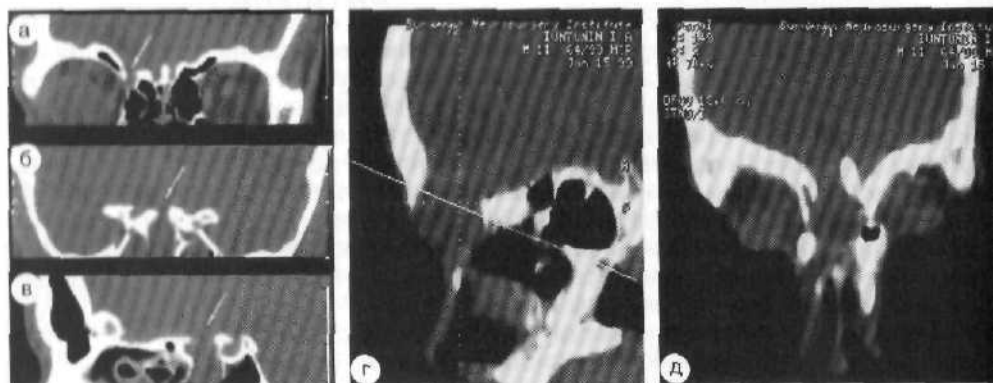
КТ (костный режим). Фронтальные и сагиттальный срезы: переломы основания ПЧЯ — медиальные отделы крыши правой орбиты (а) с переходом на площадку основной кости и ее пазуху (б, в); костный дефект лобно-орбитальной области по средней линии (г, д).
